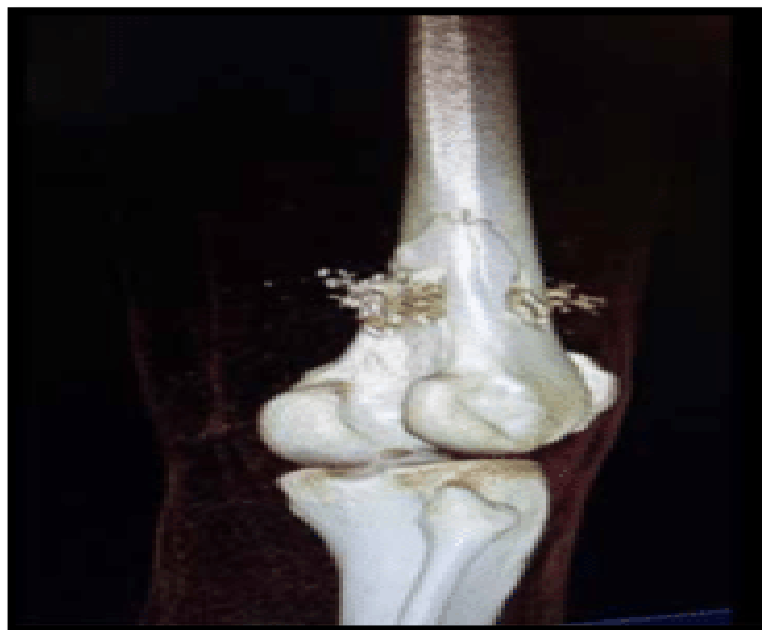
Tomografía Computarizada Multidetector: Reconstrucción 3D-TAC de fractura de fémur derecho.
